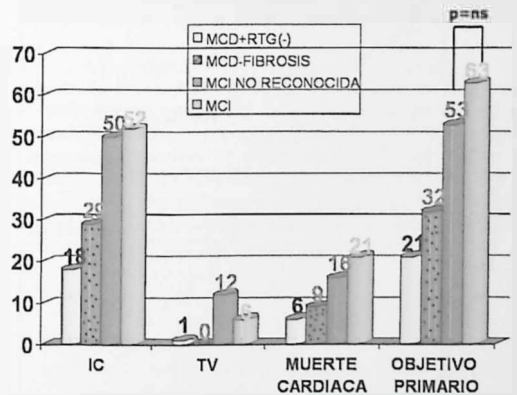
Porcentaje de eventos entre los diferentes grupos MCD+ RTG(-): miocardiopatía dilatada con ausencia de realce tardío de gadolinio. MCI: miocardiopatía isquémica. ns: no diferencias significativas.
